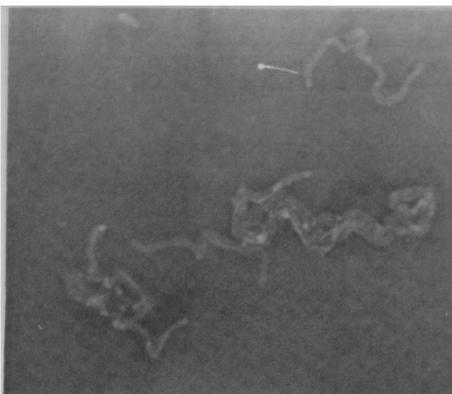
TK-156 strain, CTRX 0.006 $\mu\text{g/ml}$, 6 hr
